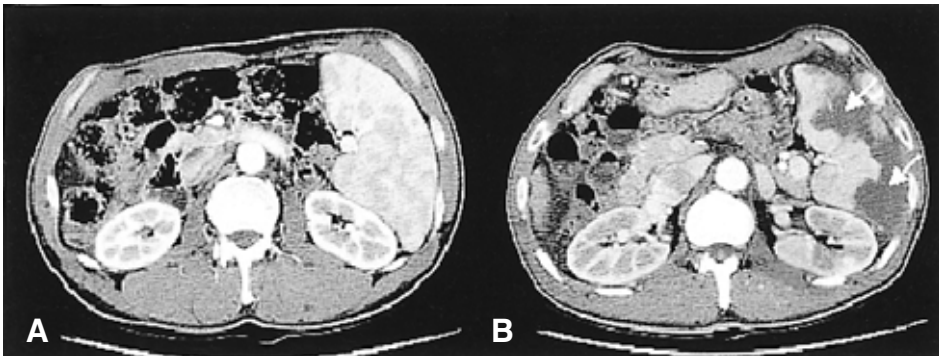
CT scans before and after partial splenic embolization (PSE). Before PSE (A), splenomegaly with uniform enhancement is seen, and after PSE (B) the geographic lesions (arrows) resulting from necrosis are shown. The infarct ratio is about 60%.
